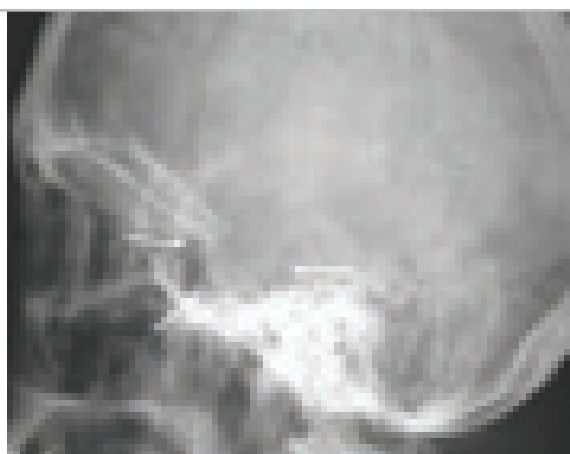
Хордома селлярной локализации. На боковой рентгенограмме черепа турецкое седло увеличено, дно его разрушено, сливается с пазухой клиновидной кости, спинка турецкого седла не прослеживается.
